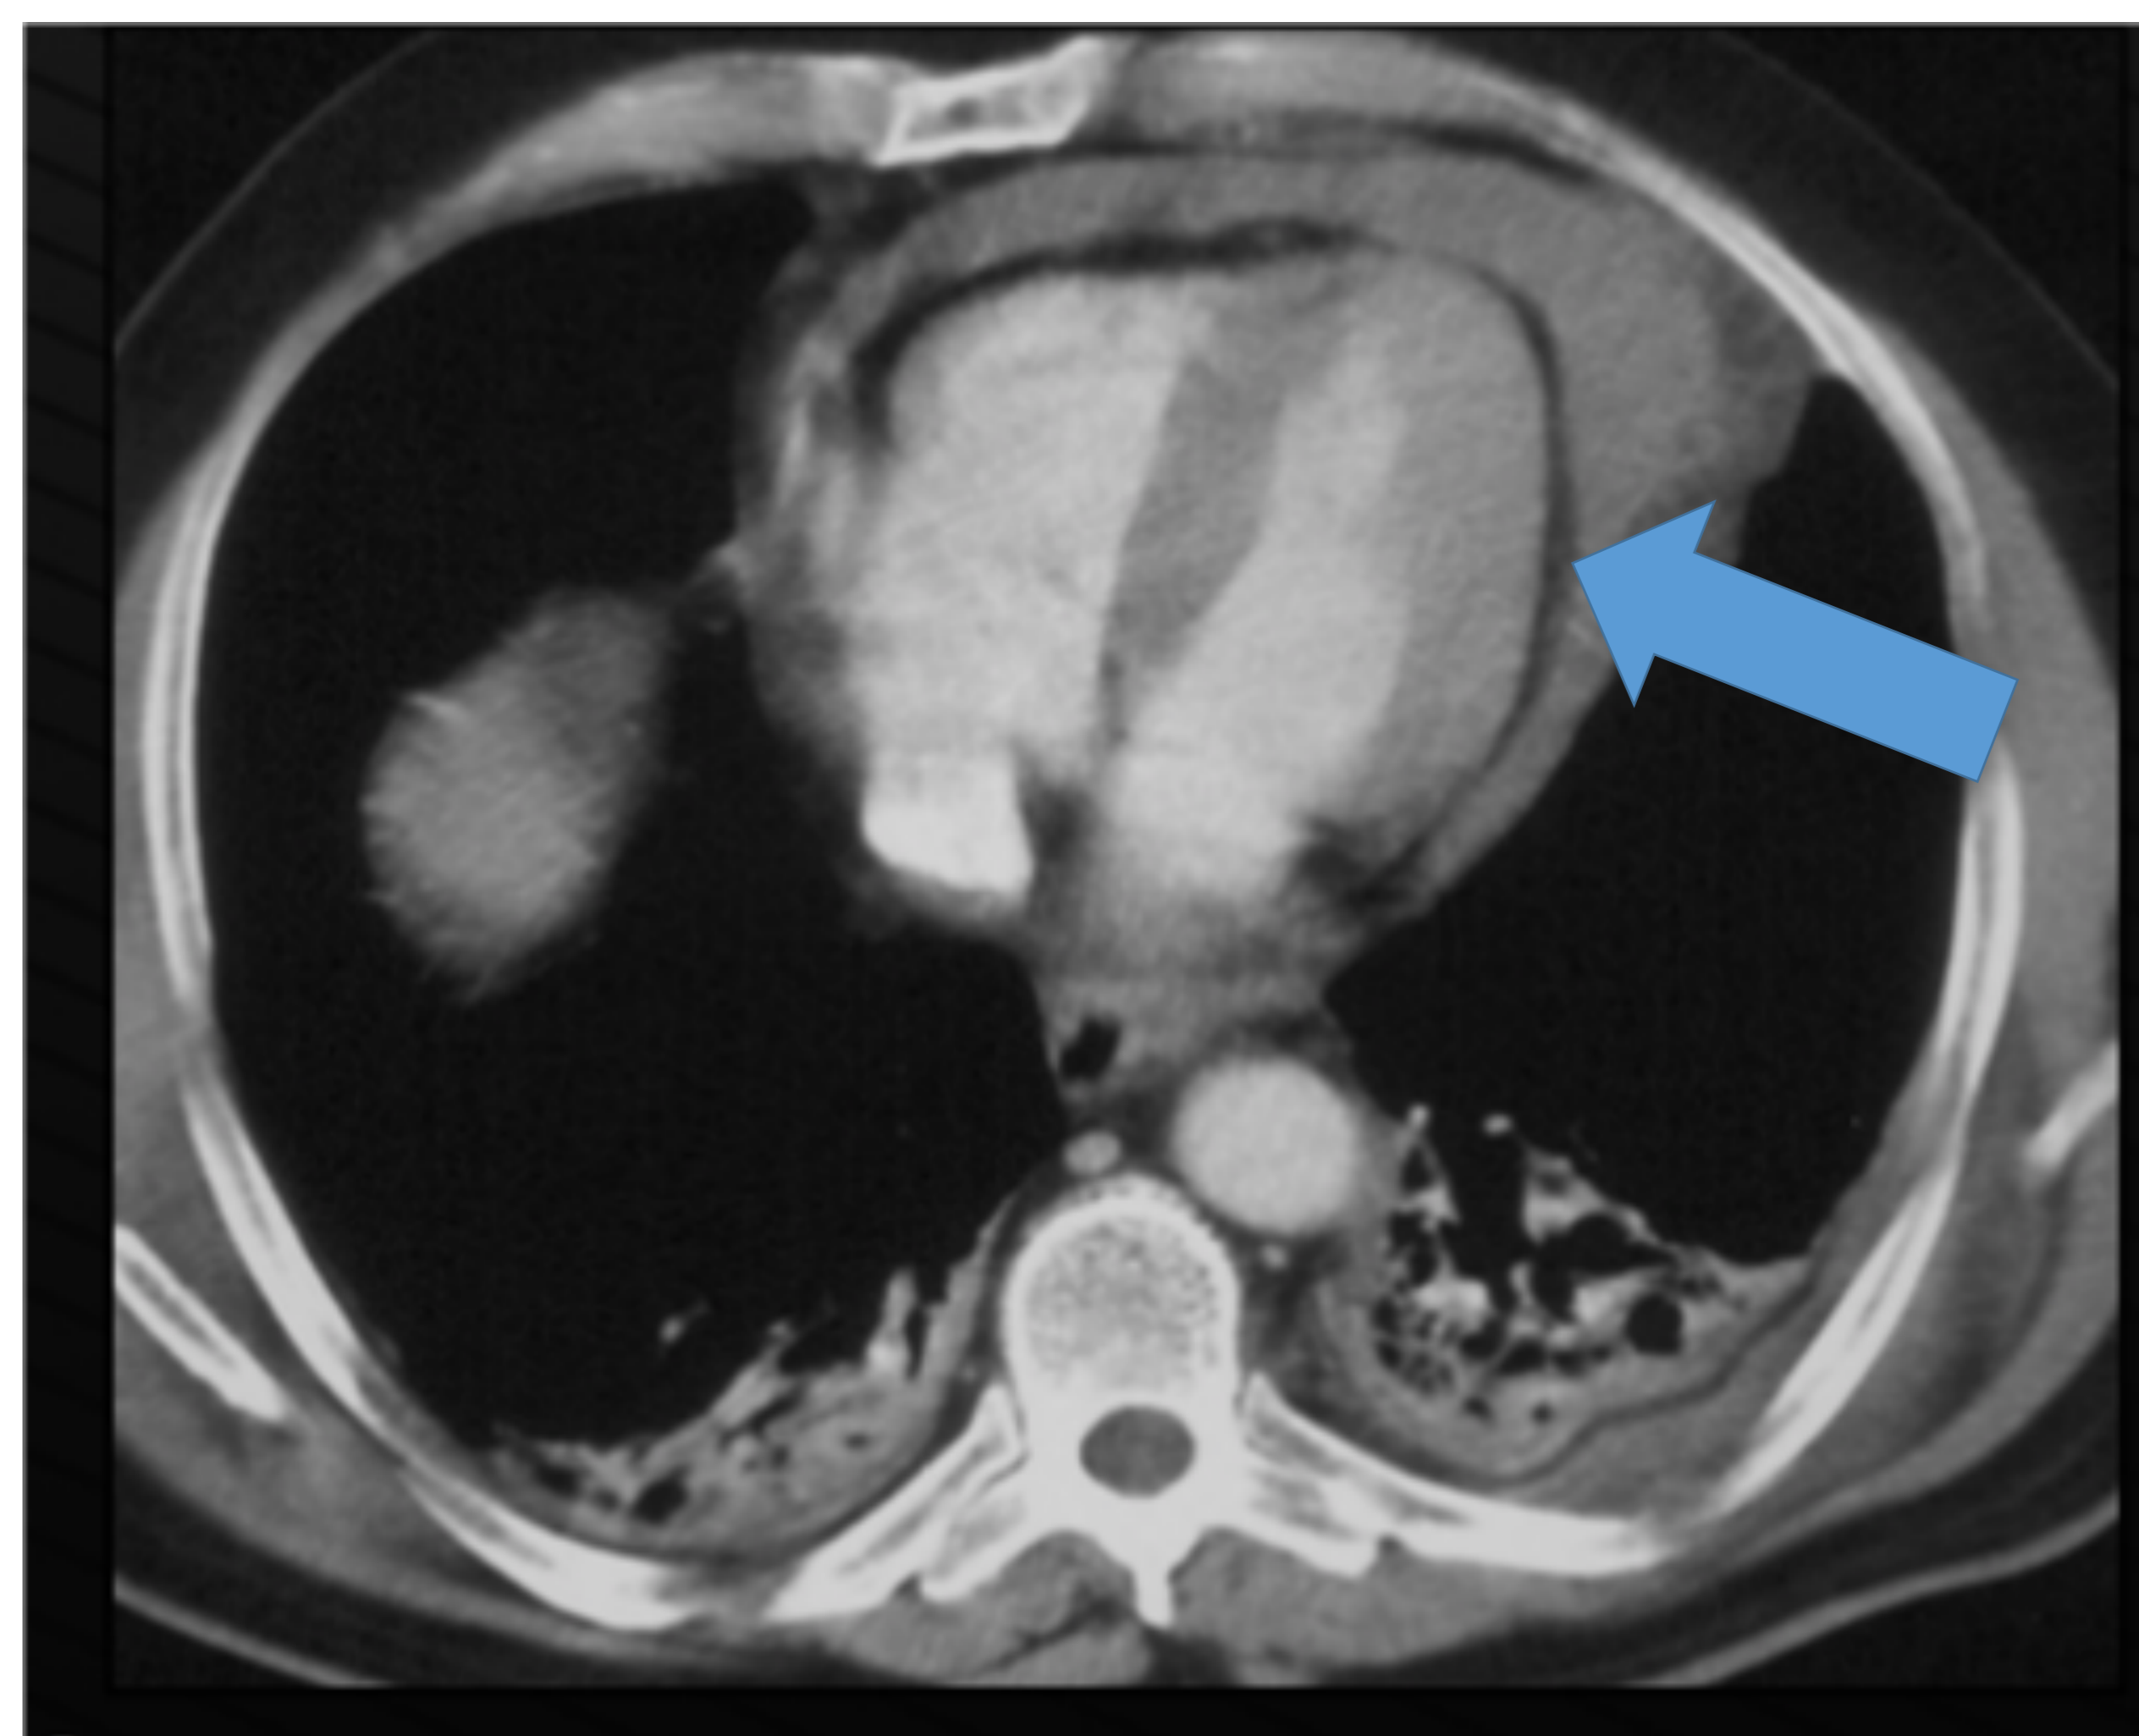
TC de tórax con CIV: derrame pericárdico (60 UH) en paciente tras accidente de tráfico compatible con hemopericardio
